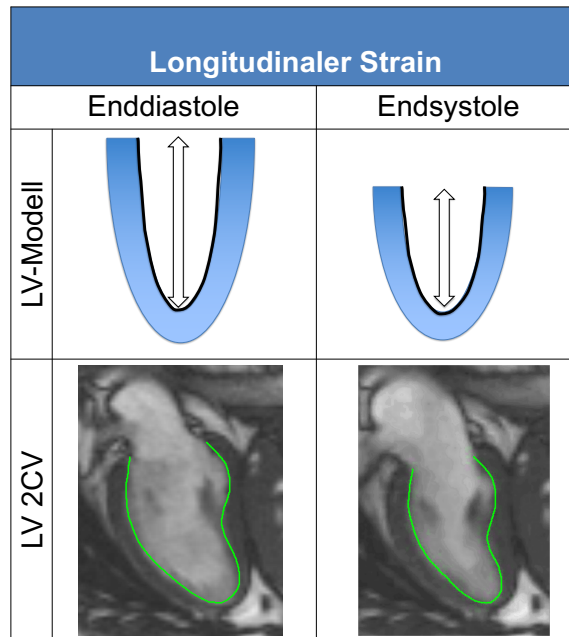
Magnetoresonanztomographische *Feature-Tracking*-Parameter
